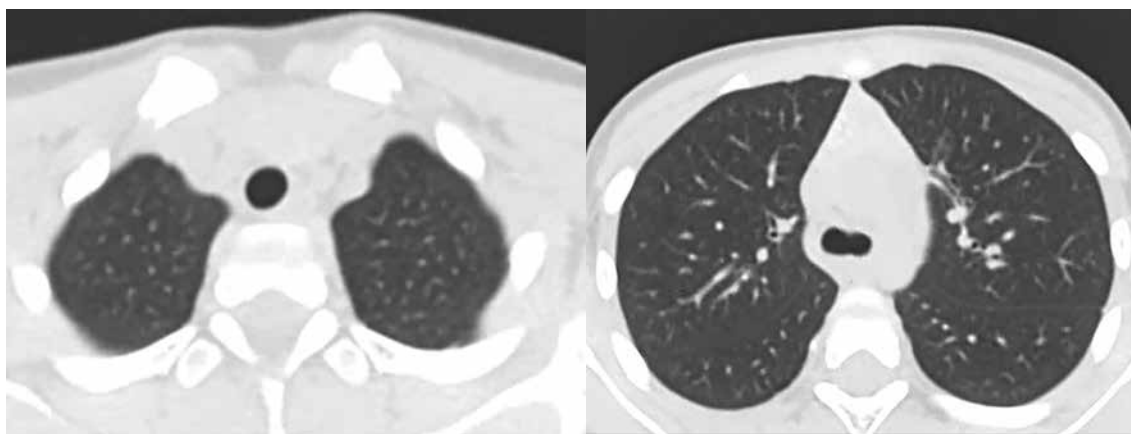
Компьютерная томография органов грудной клетки ребенка Р., 4 лет (в конце лечения): очаг в S_{1-2} левого рассосался, уменьшение размеров внутригрудных лимфатических узлов бронхопульмональной группы слева
